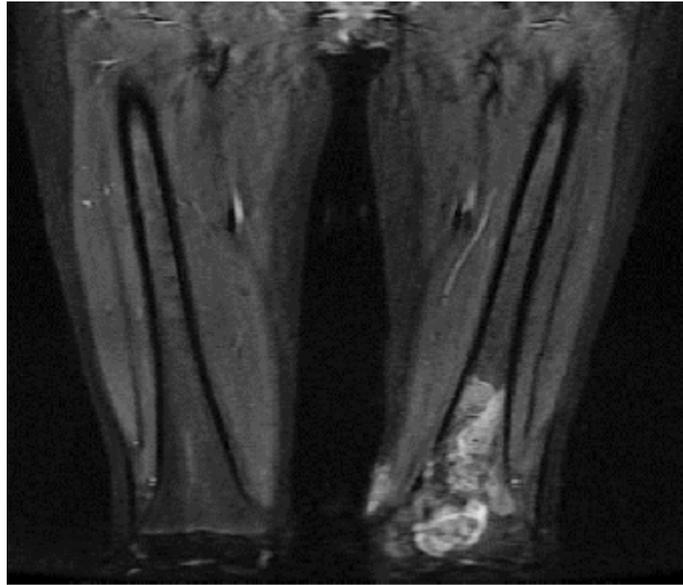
IRM de la patiente.
